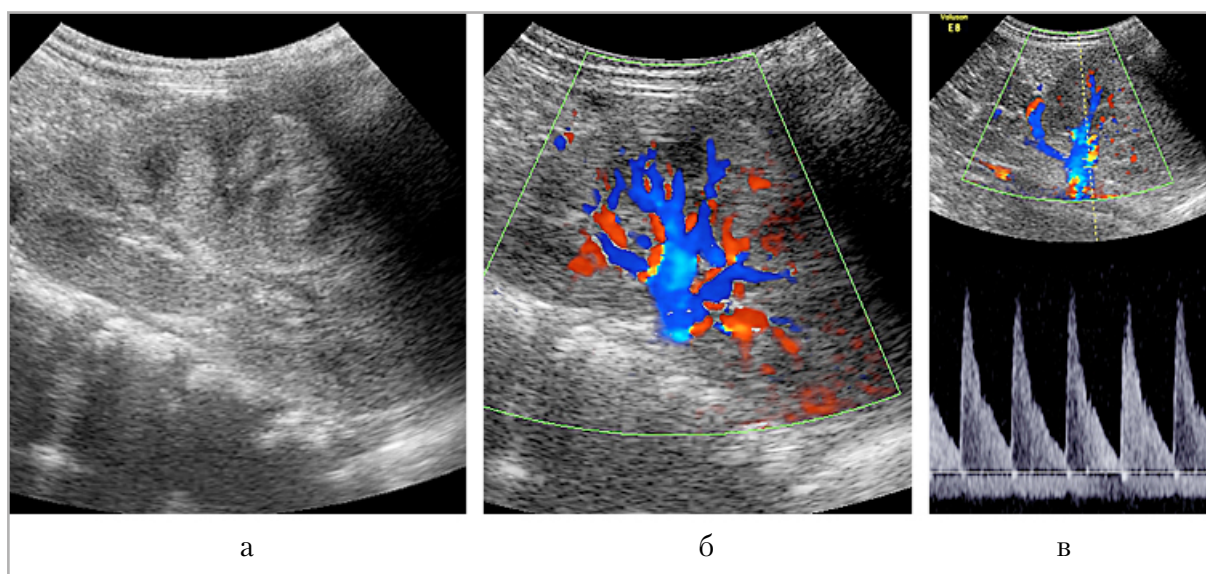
УЗИ на 13-е сут пребывания в стационаре: *а* — исследование в В-режиме, левый латеральный доступ; *б* — тот же доступ, цветное доплеровское сканирование; *в* — доплерограмма потока в МПА слева
